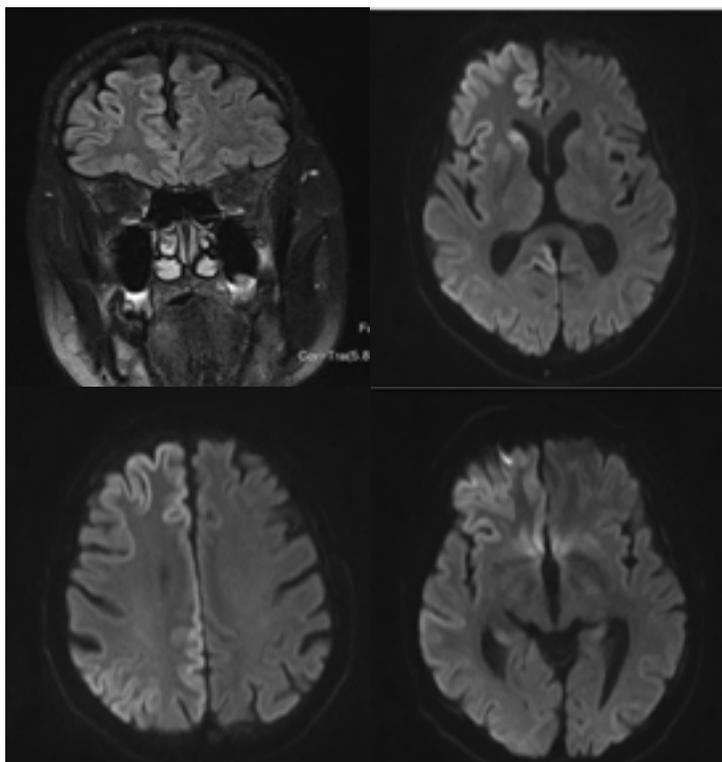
МРТ головного мозга от 25.08.18г
